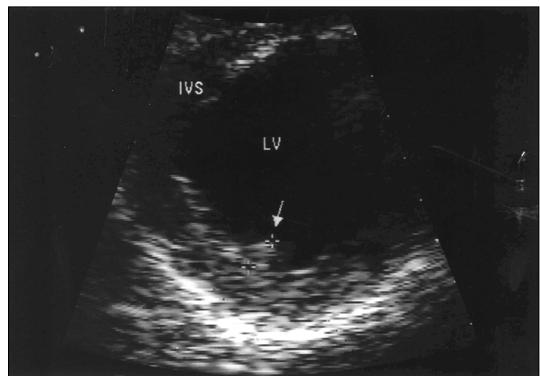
Parasternal short axis view of LV at the mid-papillary level. The anterolateral papillary muscle is invisible and the arrow(↓) denotes the underdeveloped posteromedial papillary muscle. LV : left ventricle.
